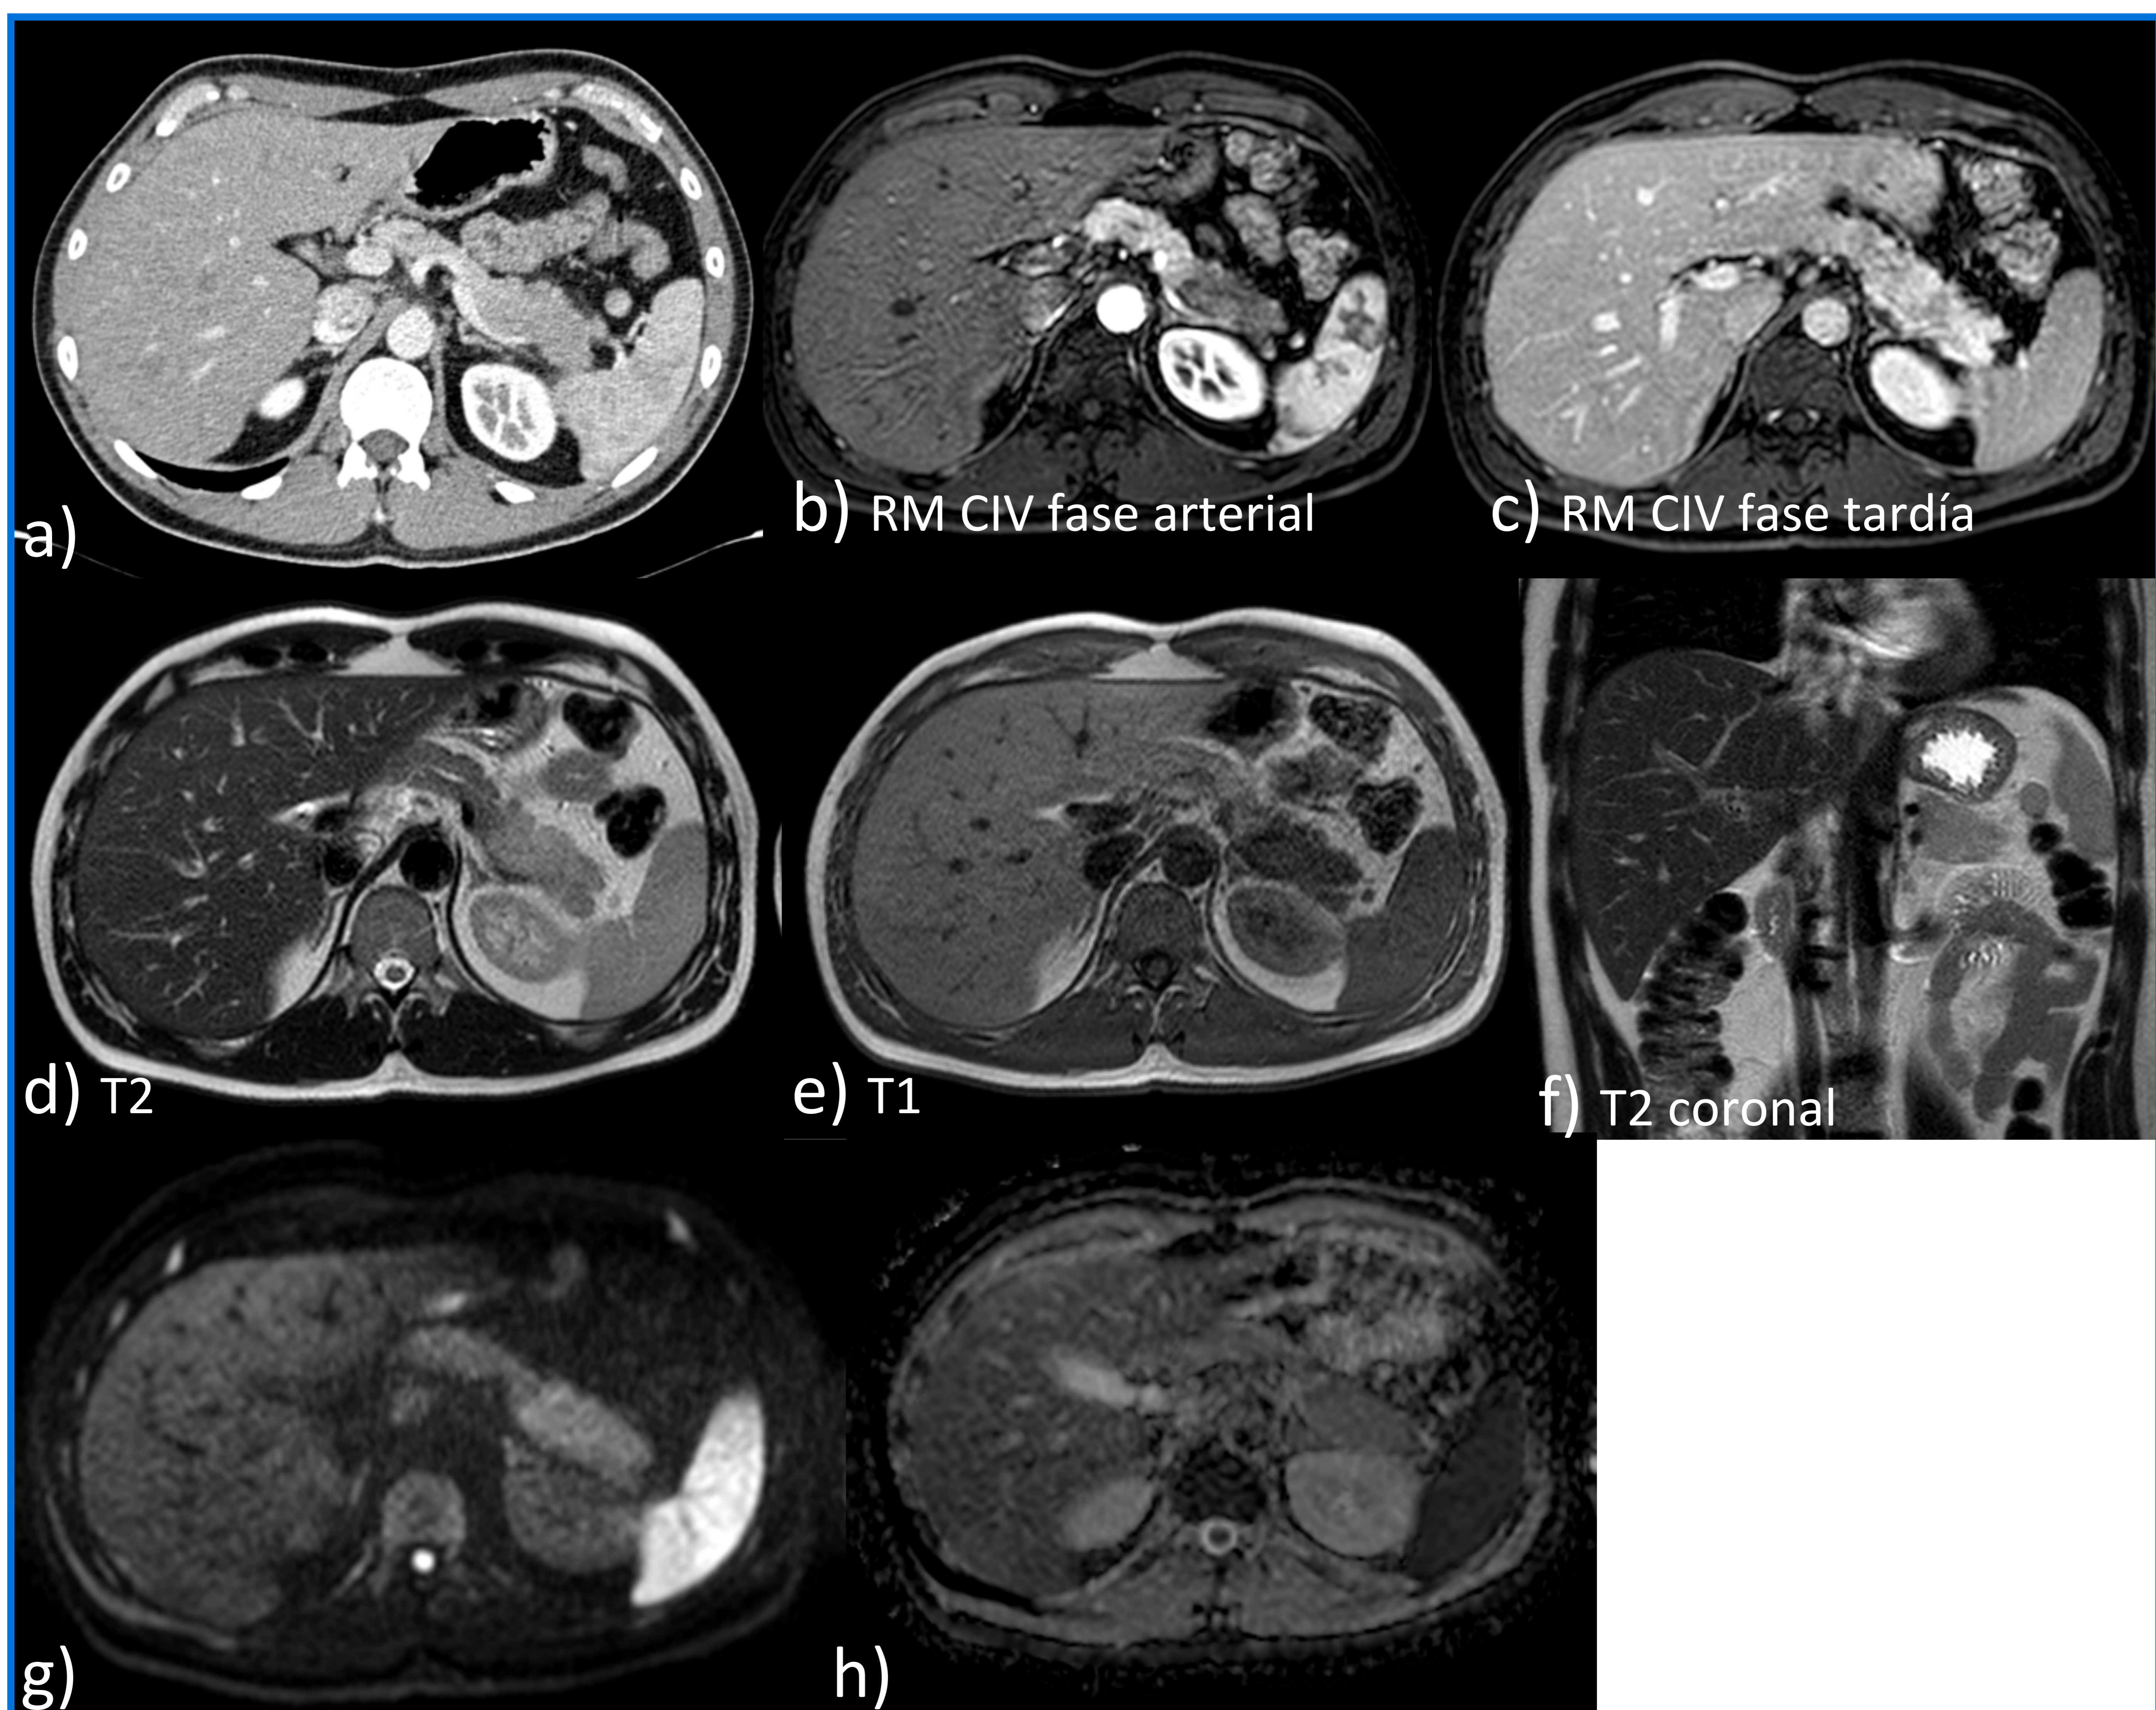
Hallazgos típicos en imagen de PAI. Forma focal en cola pancreática de PAI en un paciente varón de 33 años con dolor abdominal de dos semanas de duración. Se identifica un efecto de masa en cola pancreática con hiporrealce respecto al resto de la glándula en la fase arterial tardía del primer estudio TC de abdomen (a). En las distintas secuencias de RM presenta los hallazgos característicos, incluidos el realce tardío (c) y la restricción a la difusión con hiposeñal en el mapa ADC (g, h).
